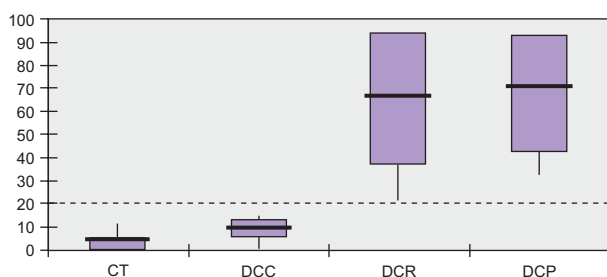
Anticorpos IgA anti-transglutaminase tecticular nos diferentes grupos estudados. A figura apresenta a média (traço cheio) \pm o desvio padrão (traço fino, horizontal) e valores extremos (traço vertical). Os níveis médios IgA anti-TGt na Doença Celíaca no primeiro diagnóstico (DCP) e em recaída (DCR), são significativamente mais elevados do que nos doentes controlados (DCC) e nos controles (CT) ($p < 0,005$). Estes dois últimos grupos apresentam valores abaixo do cut-off ($< 20U$ representado por traço horizontal) se bem que mais elevados nos doentes controlados (DCC versus CT $p < 0,005$).
